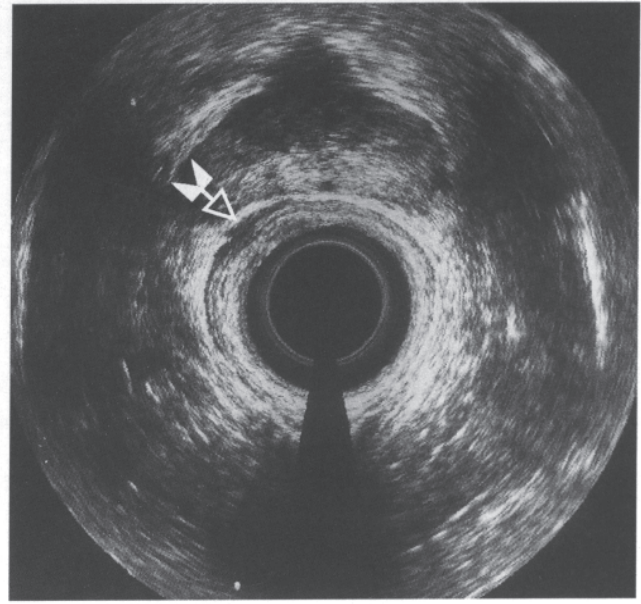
Posttherapeutisch endosonographisch kein Anhalt mehr für eine Umgebungsinfiltration. Posttherapeutische Gewebsödematissierung (T_1).
